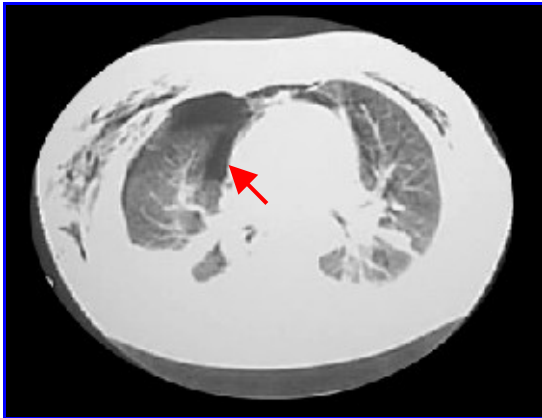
TAC de tórax. Traumatismo grave con neumotórax derecho que no se había constatado en la radiografía, y profuso enfisema subcutáneo.
